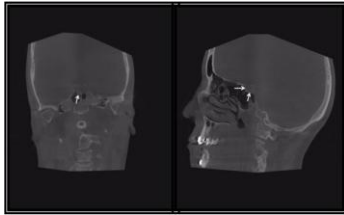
Coronal and sagittal CBCT images are showing a partial prolapsus in the anterior border of sella turcica (arrows).
